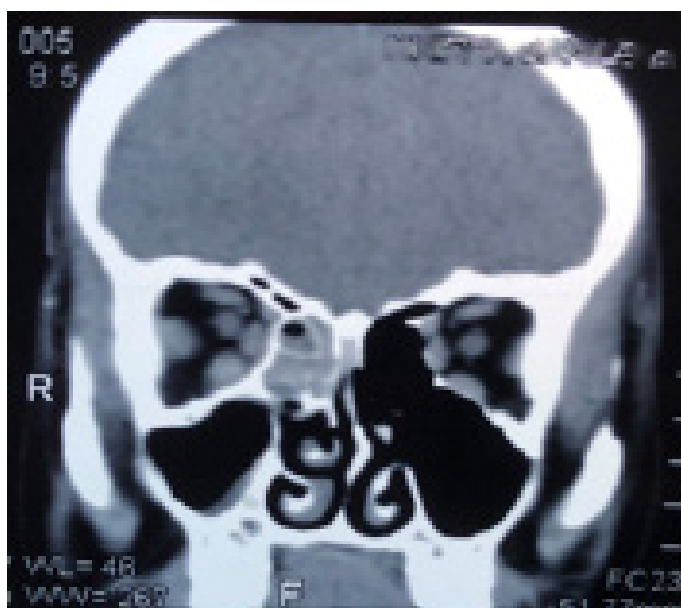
TC órbita, corte coronal: engrosamiento de músculos extraoculares OD.
